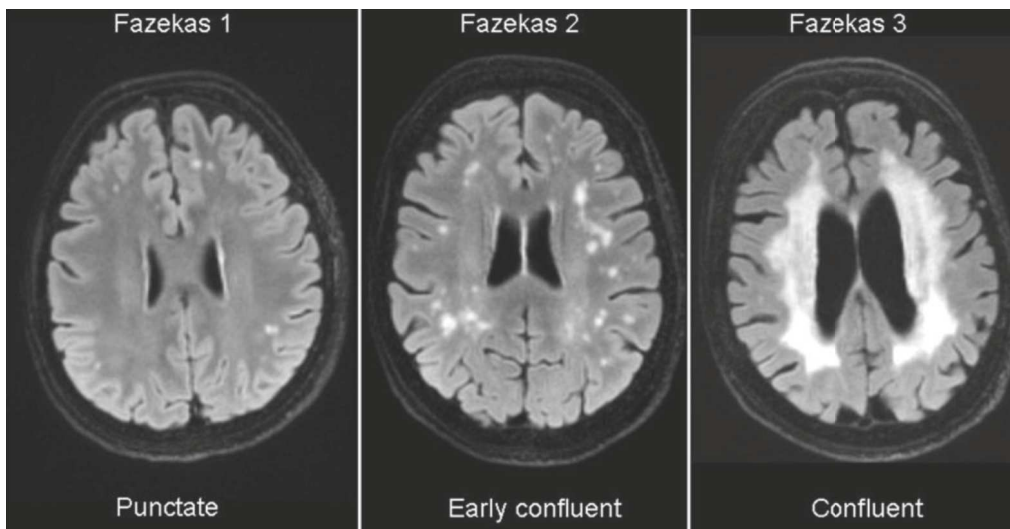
Modifications au sein de la substance blanche profonde selon le score de Fazekas en IRM (125)
